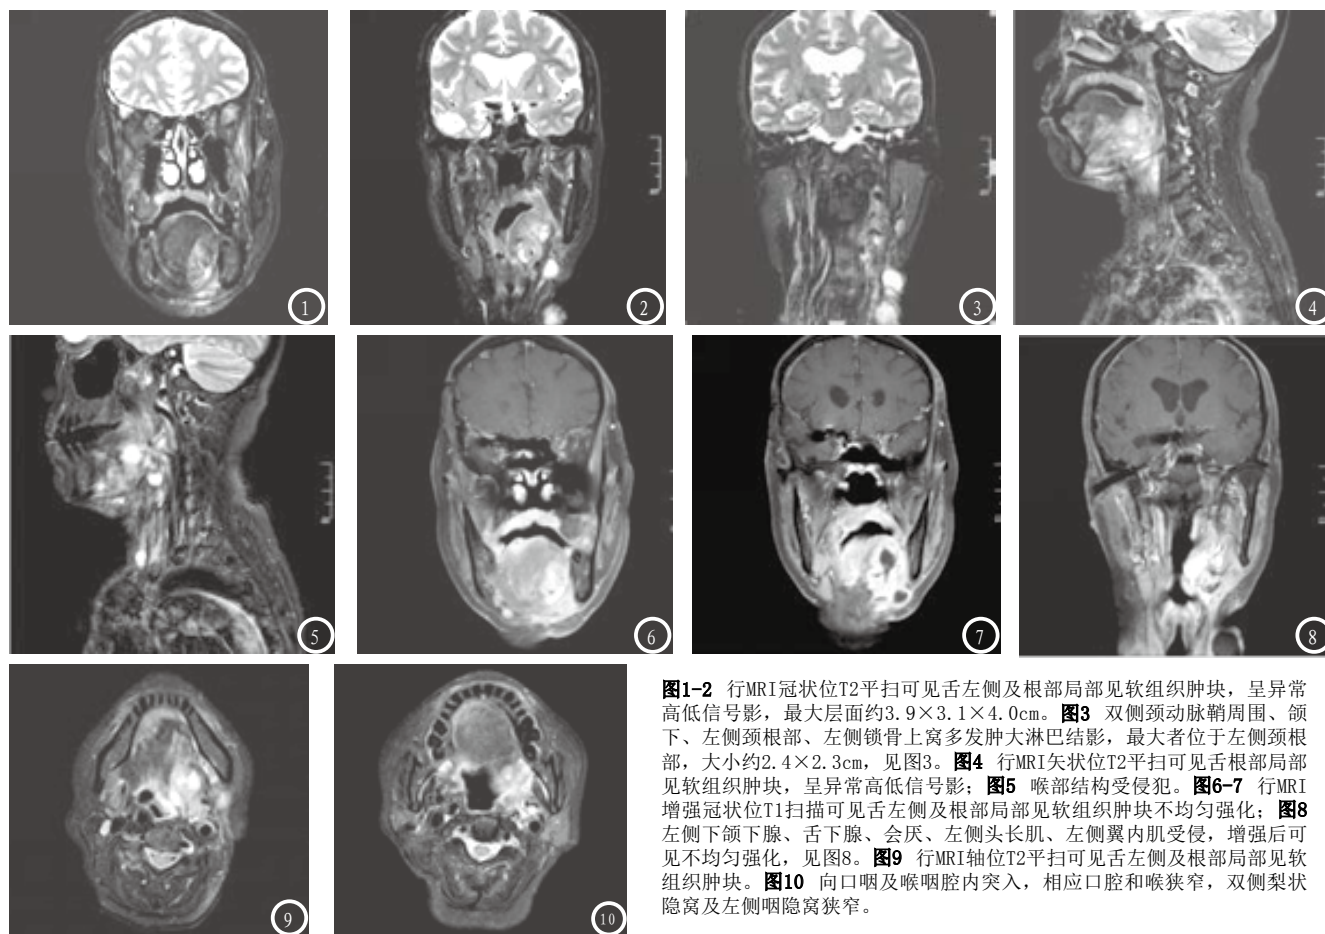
行MRI冠状位T2平扫可见舌左侧及根部局部见软组织肿块, 呈异常高低信号影, 最大层面约 $3.9 \times 3.1 \times 4.0$ cm。图3 双侧颈动脉鞘周围、颌下、左侧颈根部、左侧锁骨上窝多发肿大淋巴结影, 最大者位于左侧颈根部, 大小约 $2.4 \times 2.3$ cm, 见图3。图4 行MRI矢状位T2平扫可见舌根部局部见软组织肿块, 呈异常高低信号影; 图5 喉部结构受侵犯。图6-7 行MRI增强冠状位T1扫描可见舌左侧及根部局部见软组织肿块不均匀强化; 图8 左侧下颌下腺、舌下腺、会厌、左侧头长肌、左侧翼内肌受侵, 增强后可见不均匀强化, 见图8。图9 行MRI轴位T2平扫可见舌左侧及根部局部见软组织肿块。图10 向口咽及喉咽腔内突入, 相应口腔和喉狭窄, 双侧梨状隐窝及左侧咽隐窝狭窄。
